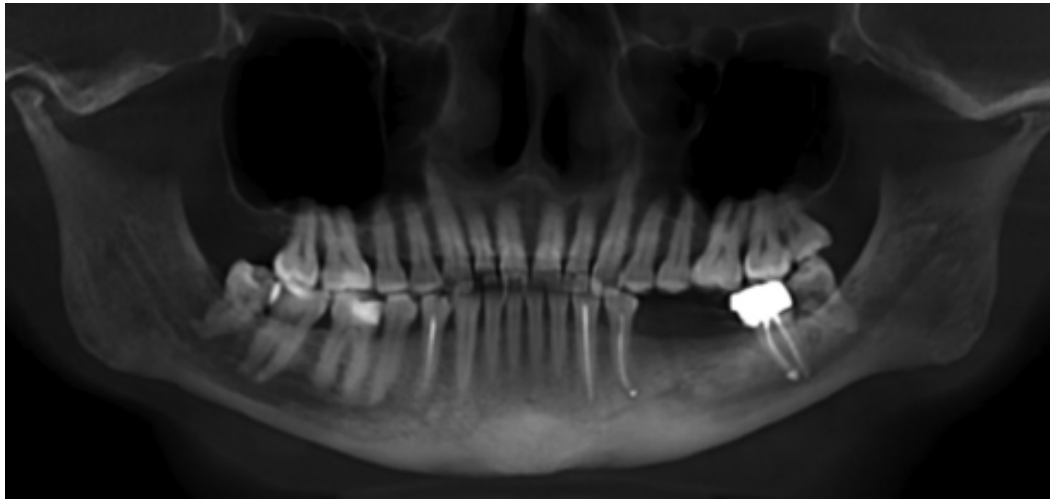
Orthopantomogramme révélant des extrusions à l'apex des dents 34 et 37 traitées endodontiquement de manière concomitante [34]
